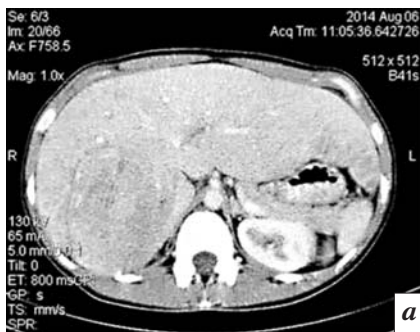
Компьютерные томограммы печени, венозная фаза, до (а) и после (б) лечения. Отмечаются уменьшение размеров опухолевых узлов, некроз части узлов
